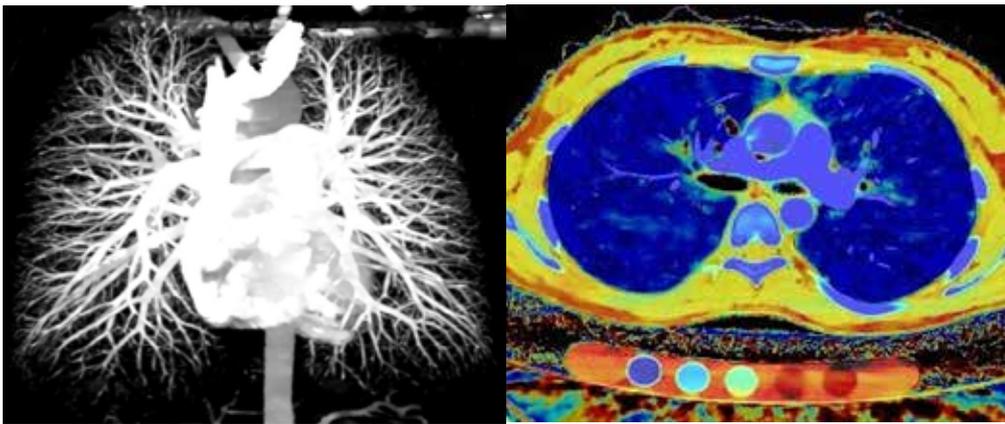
Spektral-CT, Verdacht auf Lungenembolie nach längerer Flugreise
